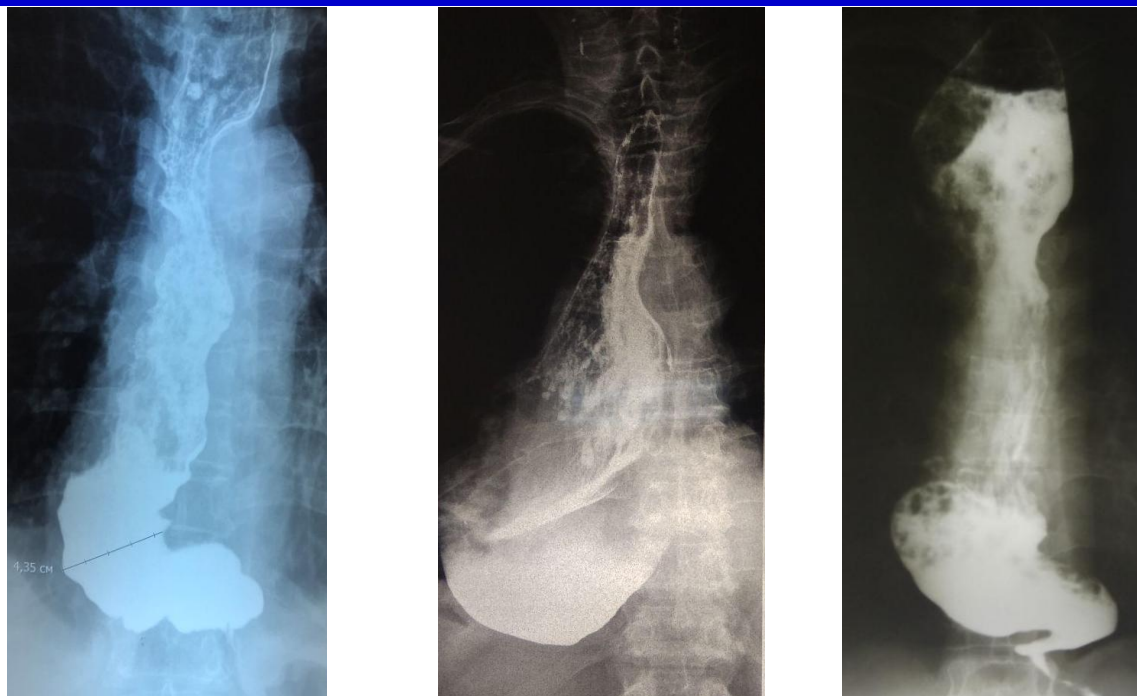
Рентгенологическая картина пищевода при ахалазии IV стадии
